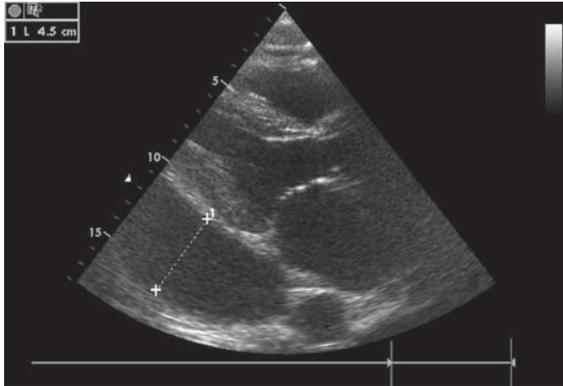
Эхокардиограмма. По задней стенке левого желудочка определяется слой жидкости толщиной до 45–55 мм (обозначено метками).
